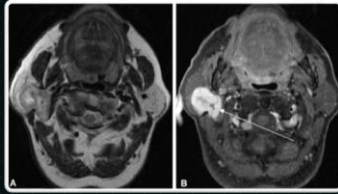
Axial T2-weighted MR images (A) of a 45-year-old woman with an advanced oropharyngeal carcinoma in the deep and superficial lobe of the right parotid gland. The mass presents as a large hyperintense mass. The T2-weighted contrast medium enhanced for supraglottic larynx (B) shows strong enhancement with hypointense areas in the early and slightly peripheral regions in the posterior part of the larynx (arrows).
